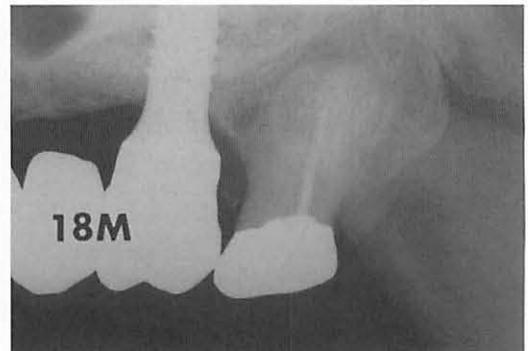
術後18ヶ月後のX線所見。上部構造を装着して1年以上経過。インプラントはオッセオインテグレーションを獲得し、機能している。
